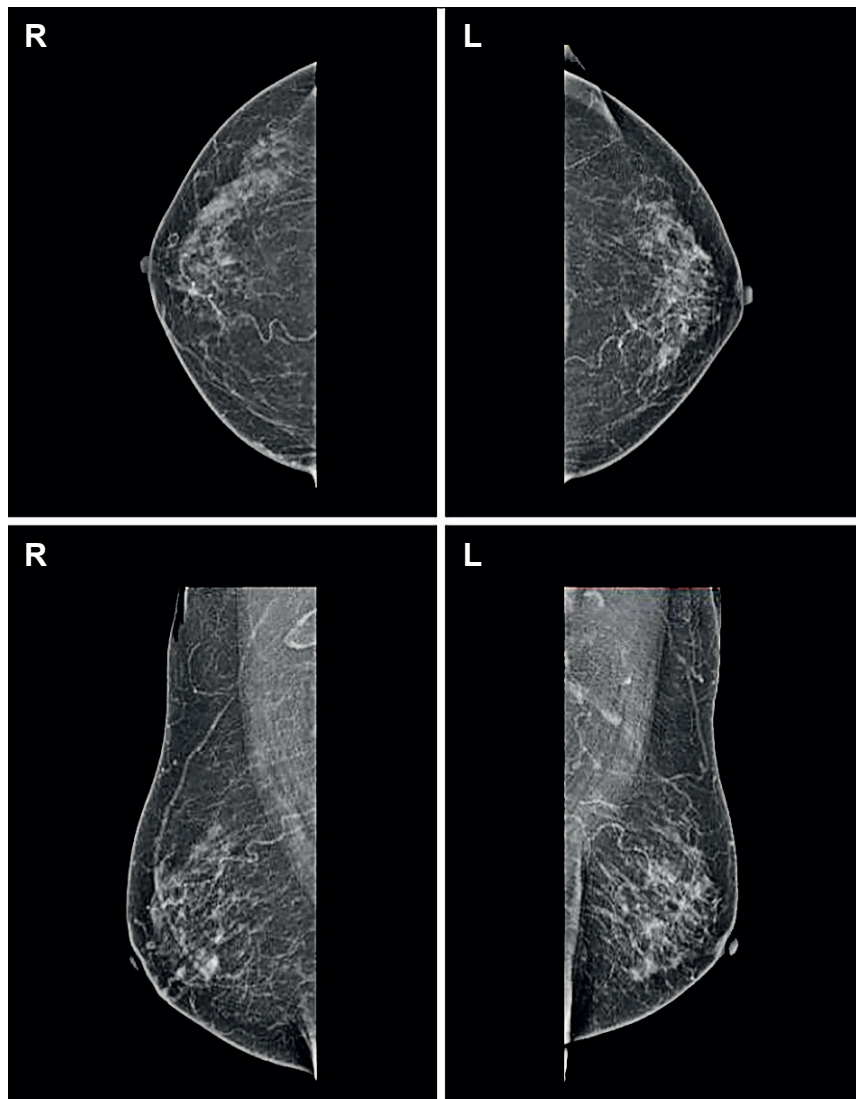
Resonancia magnética nuclear mamaria sin lesiones sospechosas de malignidad. Esta es una resonancia magnética en proyecciones cráneo-caudal (CC) y medio-lateral oblicua (MLO) de ambas mamas (derecha “R” e izquierda “L”). Se observa un patrón de tejido mamario denso, particularmente en la mama izquierda. La densidad mamaria elevada puede dificultar la detección de lesiones y reducir la sensibilidad de la resonancia magnética. No se identifican masas bien definidas ni asimetrías focales evidentes en la mama derecha o izquierda.
